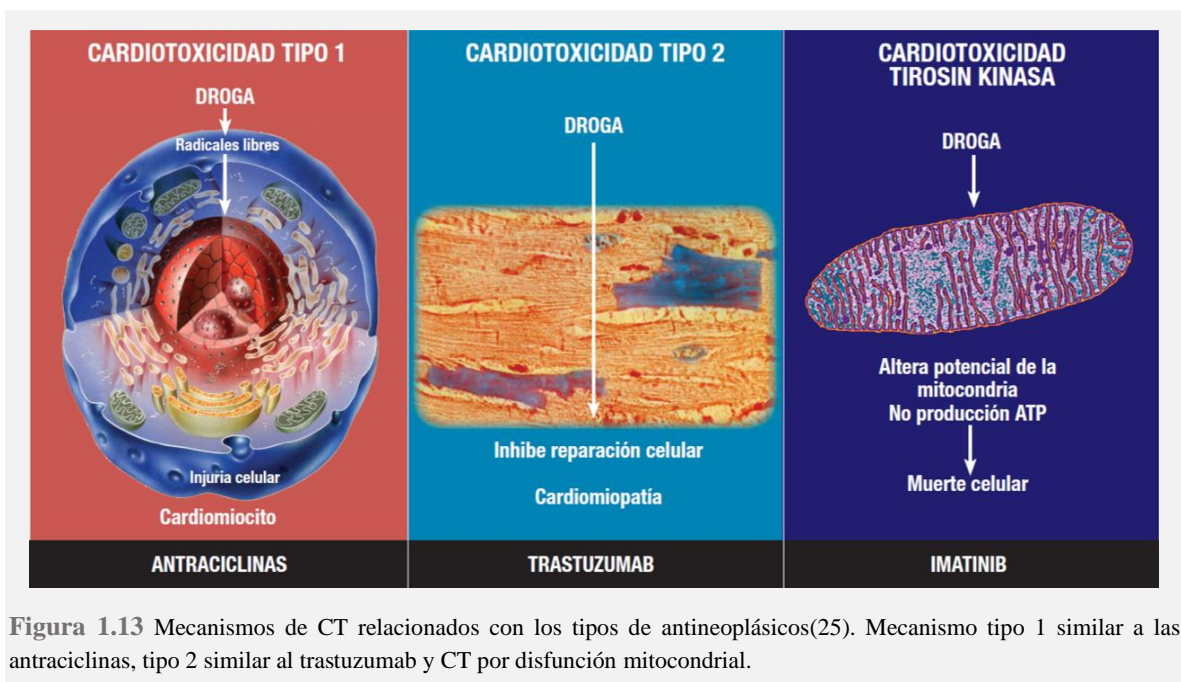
Mecanismos de CT relacionados con los tipos de antineoplásicos(25). Mecanismo tipo 1 similar a las antraciclinas, tipo 2 similar al trastuzumab y CT por disfunción mitocondrial.
